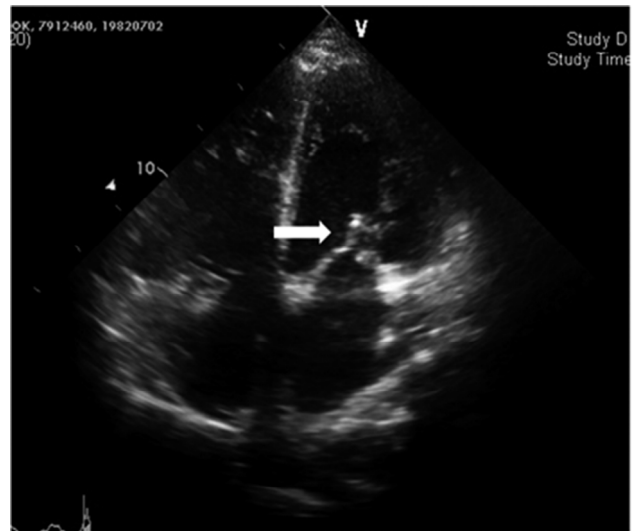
Transthoracic echocardiogram shows a frail mass (white arrow) dangling from the antero-lateral leaflet of the mitral valve (1.07 × 0.45 cm).
